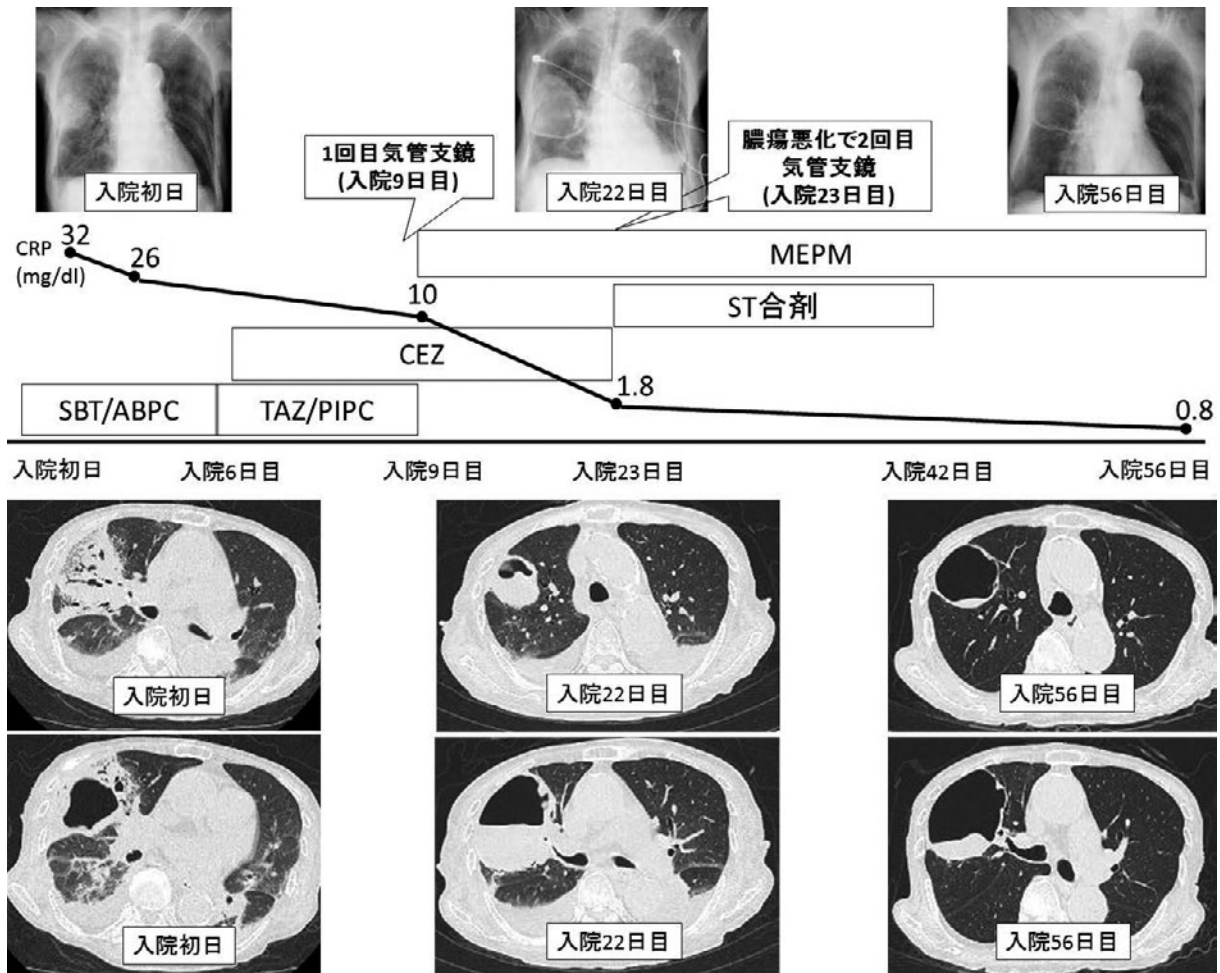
臨床経過（画像所見，炎症所見，抗菌薬）．〔胸部単純X線写真〕入院初日：左中肺野胸膜側に浸潤影を認める．入院22日目（第2回目の気管支鏡検査直前）：右中肺野に空洞病変を認める．空洞内部の透過性も低下している．入院56日目（他院へ転院直前）：空洞の縮小は認めないが，空洞内部の透過性は改善している．〔胸部単純CT〕入院初日：右上葉，中葉に air bronchogram を伴う浸潤影を認める．上葉には空洞を認める．入院22日目（第2回目の気管支鏡検査直前）：巨大空洞病変とその内部に液体貯留を認める．空洞周囲の浸潤影は一部改善を認める．入院56日目（他院へ転院直前）：空洞の壁も薄くなり，内部の液体貯留も著明に減少している．
